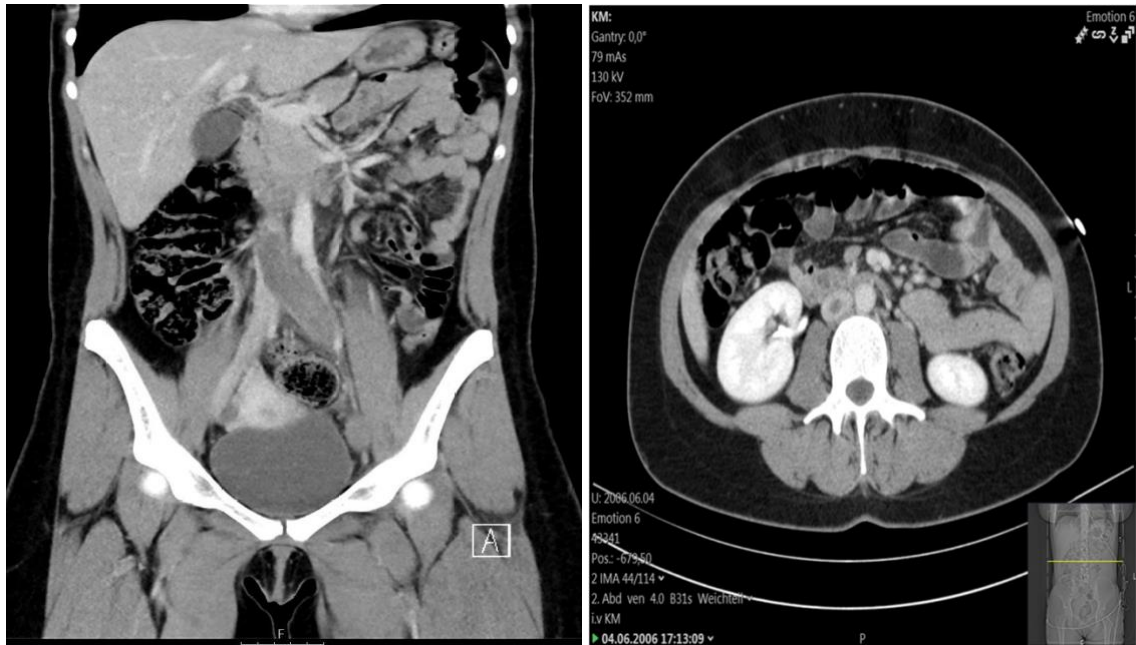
Computertomographische Darstellung einer Vena cava inferior Thrombose
